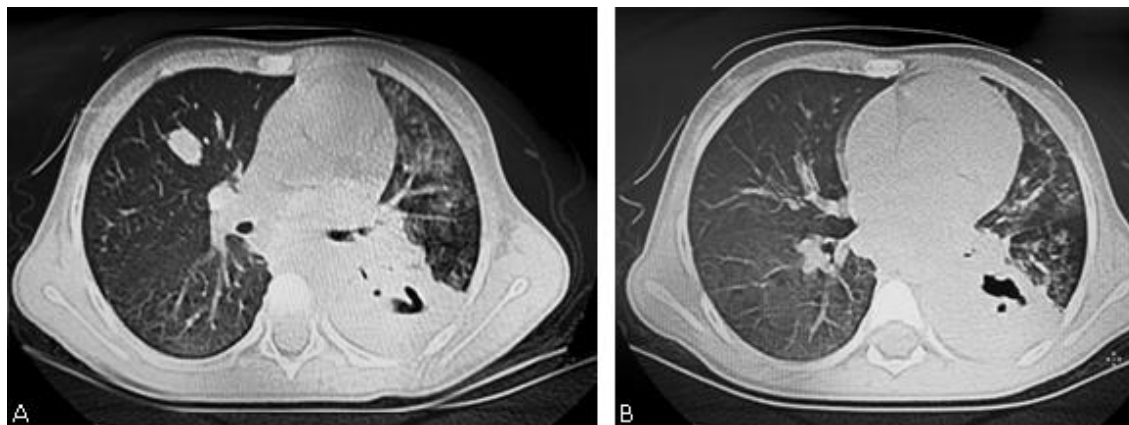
A) tomografía computada de tórax: Muestra quiste hidatídico pulmonar complicado en el lóbulo inferior izquierdo y quiste hidatídico pulmonar no complicada en el lóbulo superior derecho. B) Tomografía computada de tórax: Muestra quiste hidatídico pulmonar complicado con neumonía periquística.
